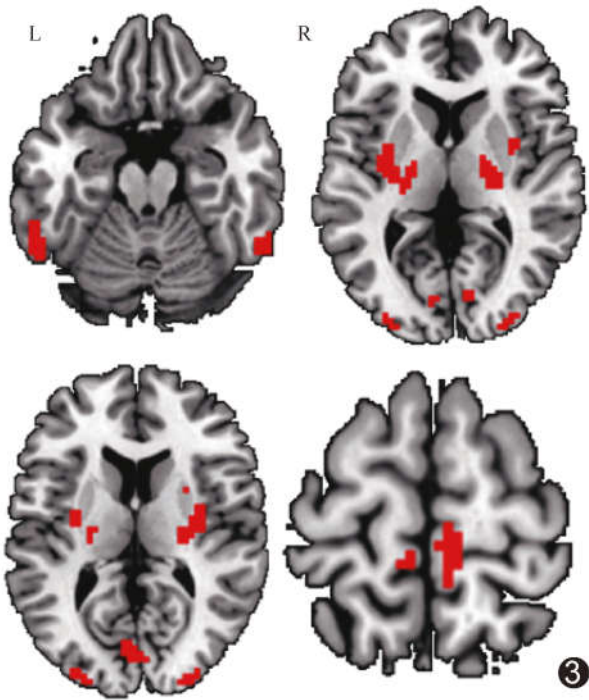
PD 组与对照组 SUVR 与 ReHo 均存在差异脑区分布图
